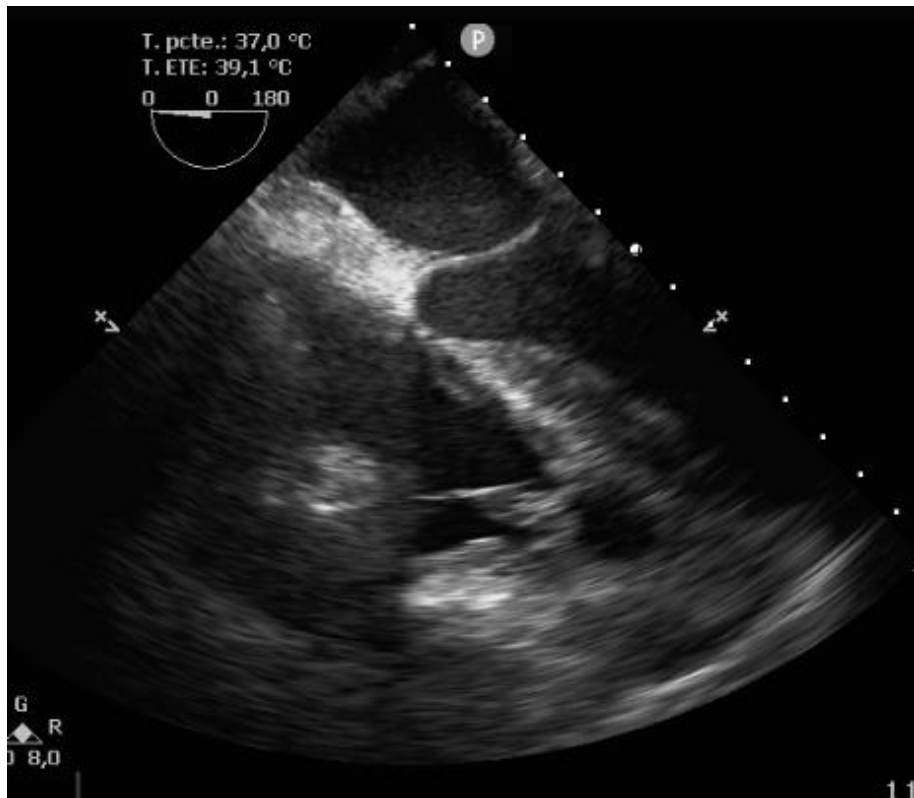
Ecocardiograma transesofágico. Derrame pericárdico con compromiso de cavidades derechas.
